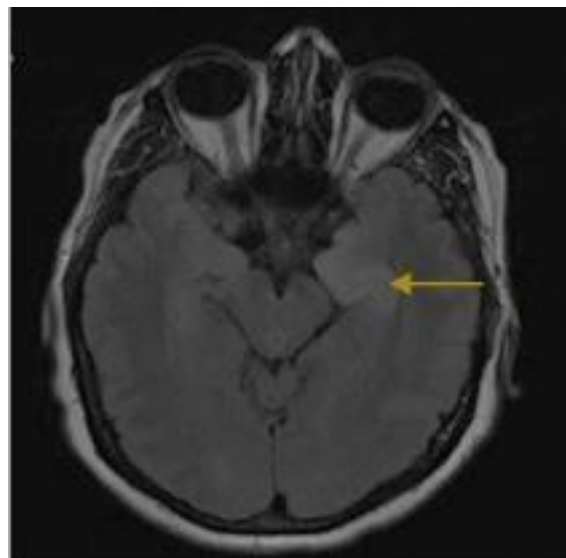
IRM cérébrale coupe axiale en séquence T2 montrant l'hypersignal de la corne temporale gauche.
